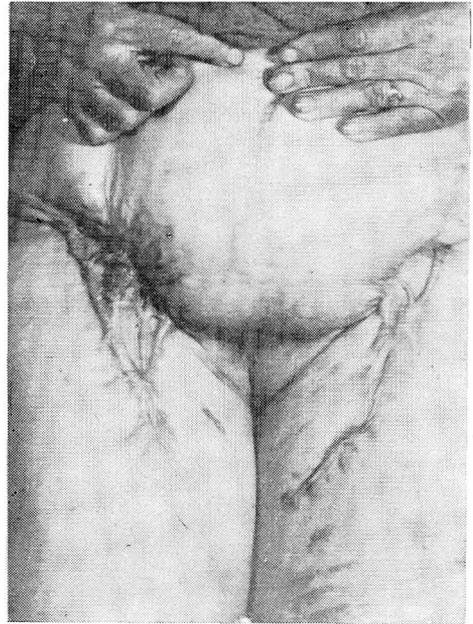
La misma paciente de las Figuras 6 y 7. Treinta días después de la vulvectomía se practicaron injertos. Seis meses más tarde se apreciaron cystos quoloides y se aplicó roentgenoterapia. Luego se perdió de vista la paciente.
